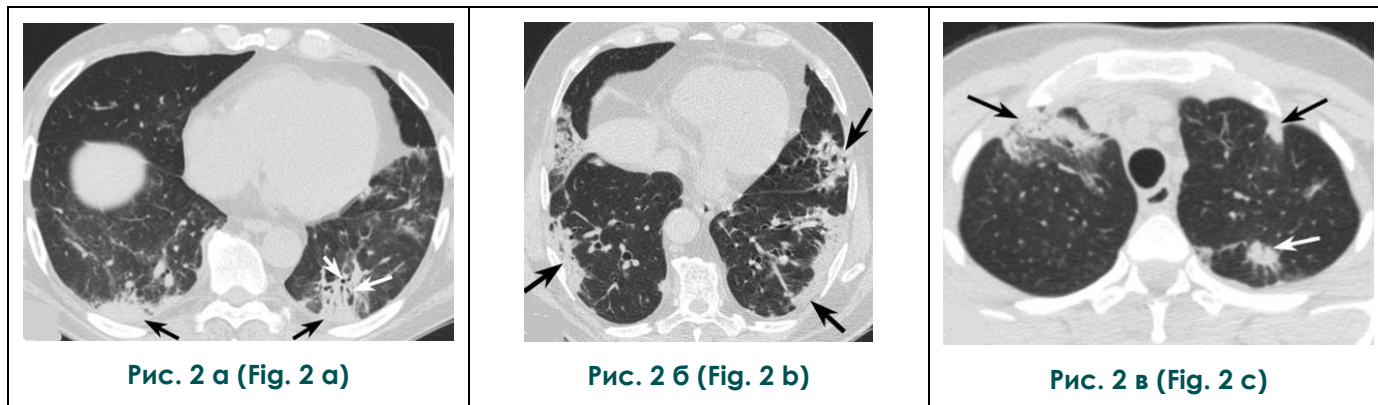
МСКТ органов грудной клетки, аксиальные проекции.
